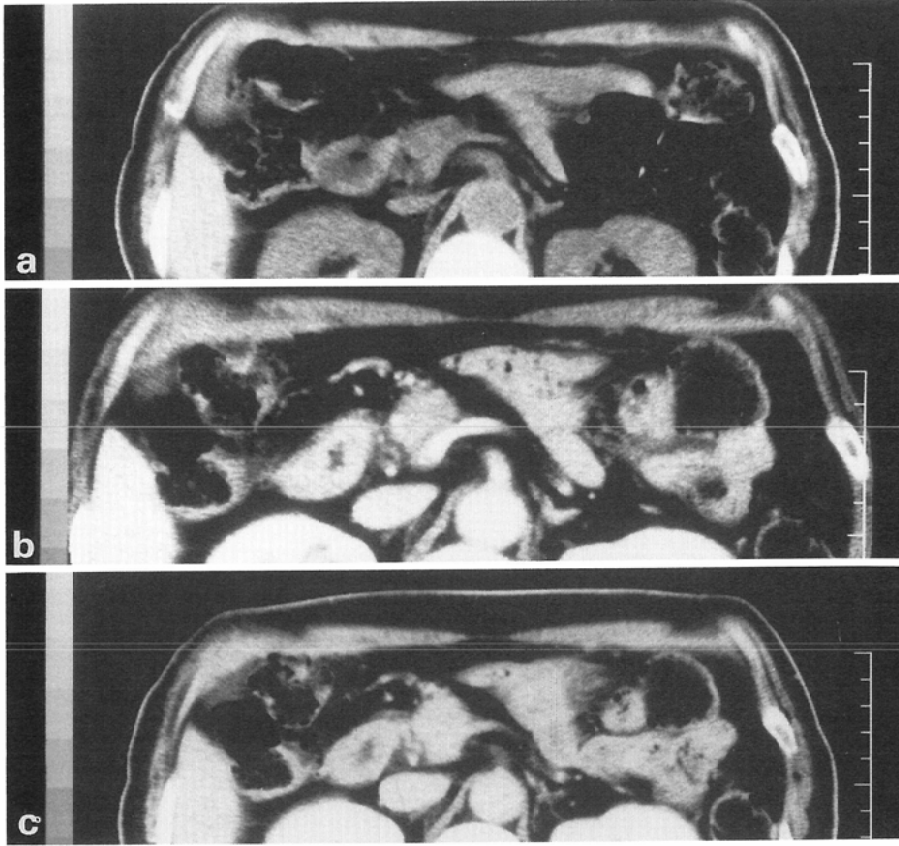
A case of carcinoma of the head of the pancreas. (a): Precontrast CT, (b): Thin slice table incremental CE-CT, (c): Delayed scan. The areas of the carcinoma are most strongly enhanced by delayed CT scanning.
